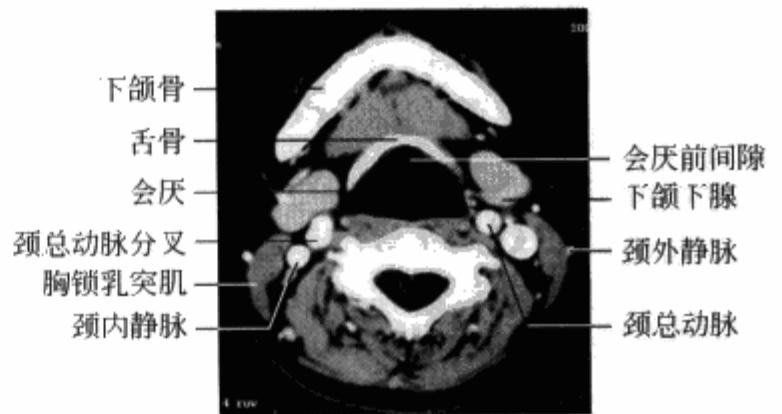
横轴位增强 CT 示颈总动脉分叉层面正常解剖结构
